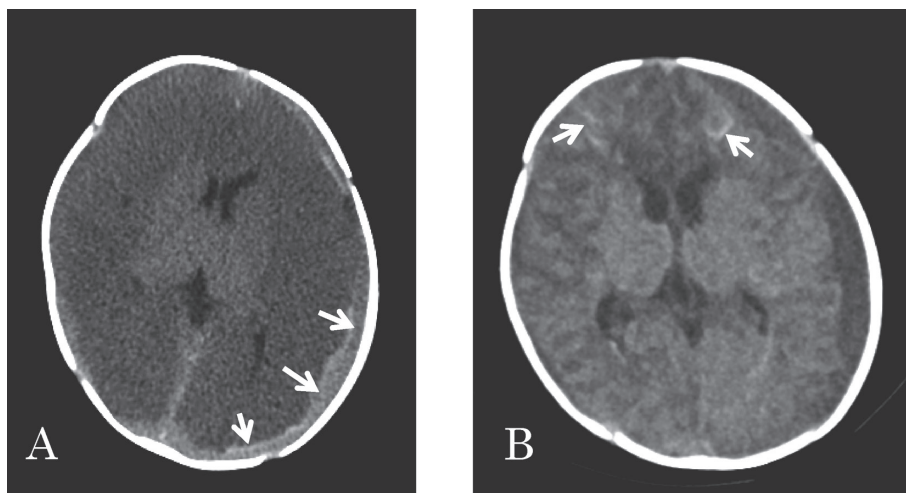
第2病日、前医での頭部CT (A) と第14病日の頭部CT (B)
